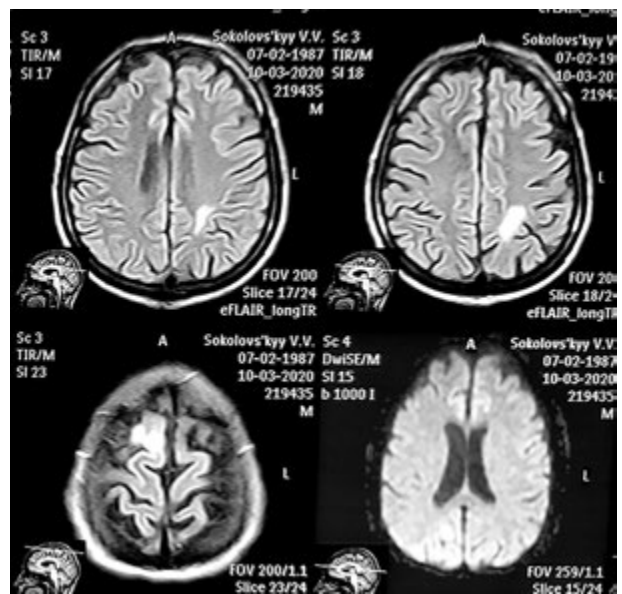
Магнітно-резонансна комп'ютерна томографія головного мозку до лікування. ЦМВ-енцефаліт
